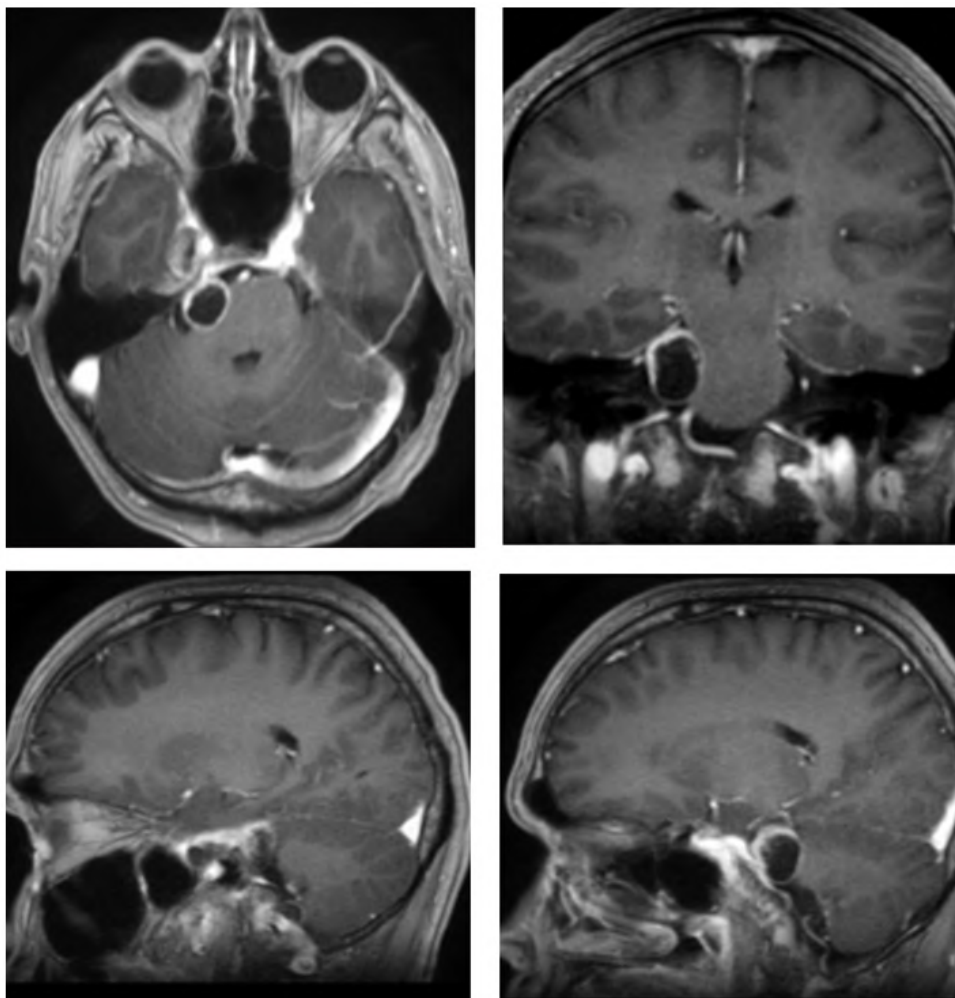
МРТ пациента О. до операции. Внемозговая опухоль СЧЯ и ЗЧЯ, накапливающая контрастное вещество
